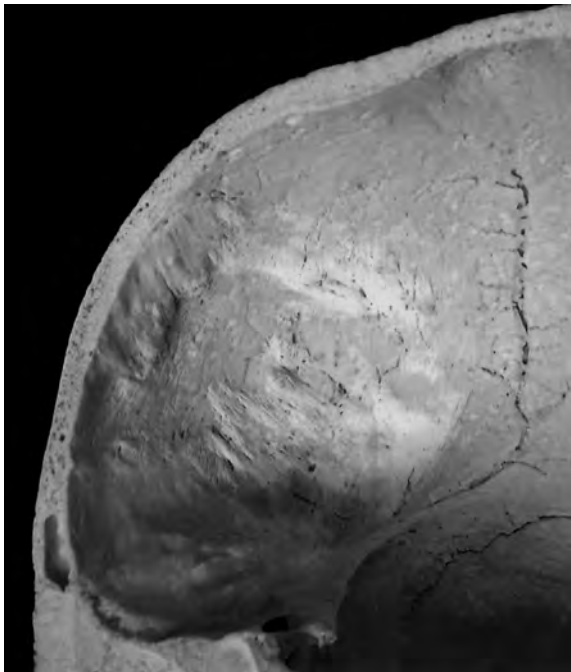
Radiografia (b) de una HCE. S'observen les lesions hiperostòsiques ocupant tota la superfície endocranial supratentorial. Correspon a un individu actual del sexe femení de 65 anys d'edat.
